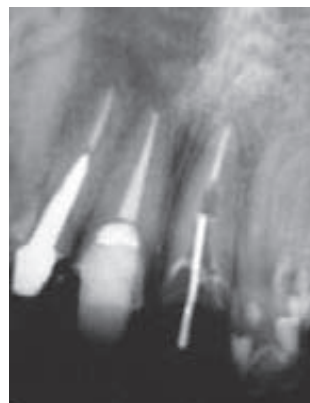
Radiografía periapical del estado inicial del diente
